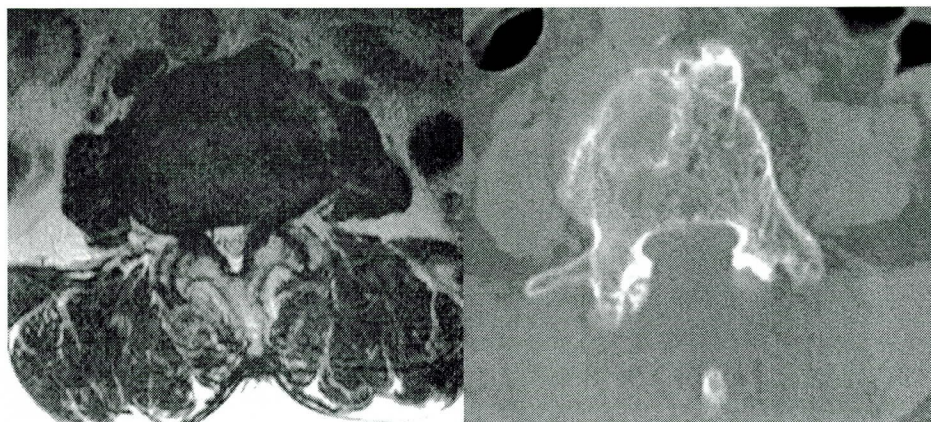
Preoperative CT image(Left) and postoperative MRI image(Right) of spinous process osteotomy patient.
